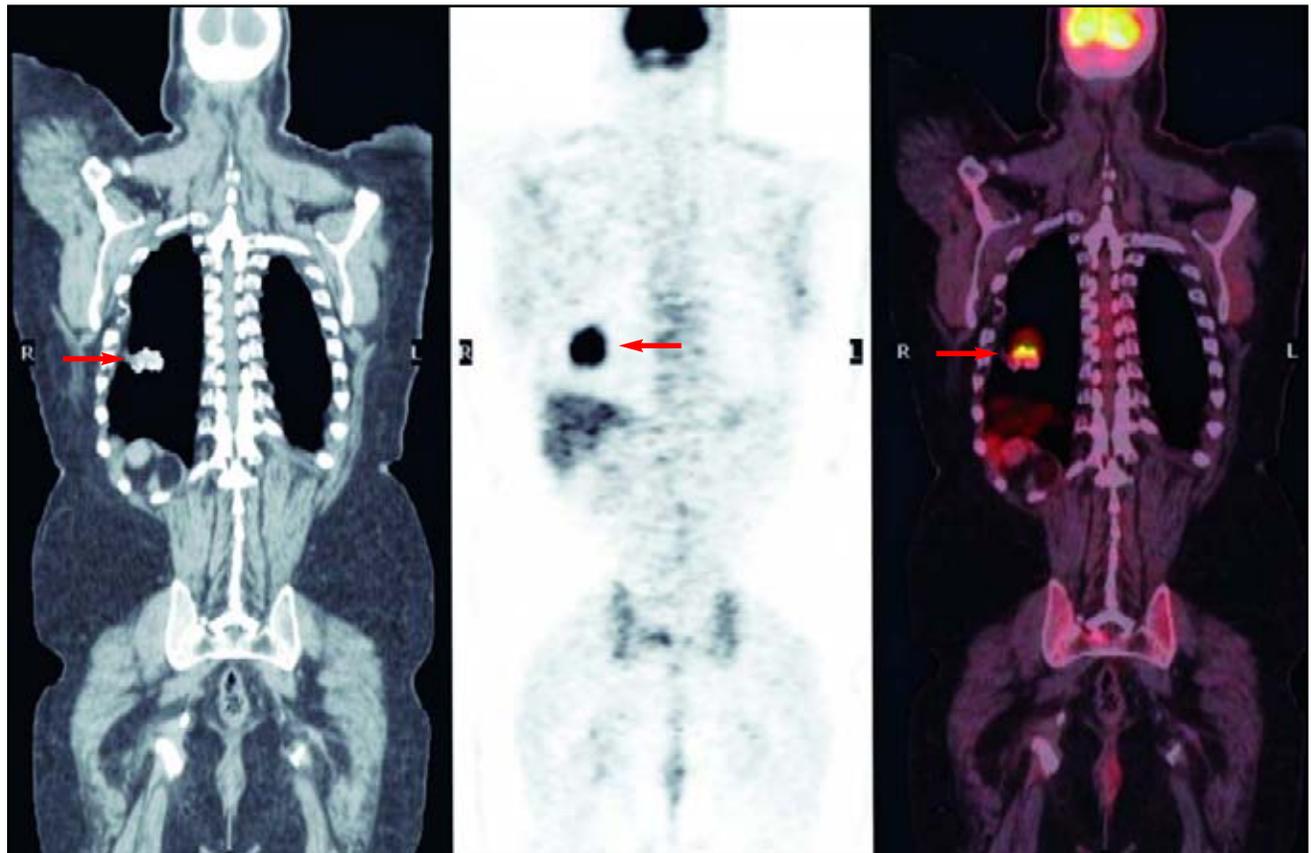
Imágenes de tomografía computada, PET y PET/CT. Las flechas indican un nódulo maligno que capta trazador radiactivo en el estudio PET.
